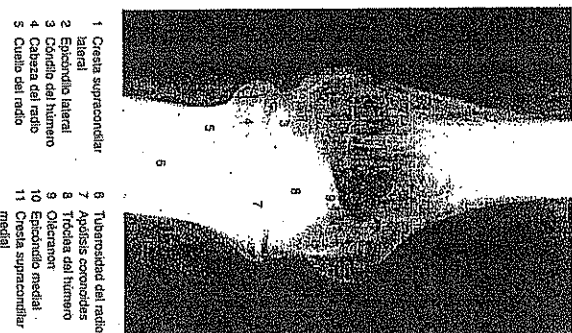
Radiografía AP de la articulación del codo.
